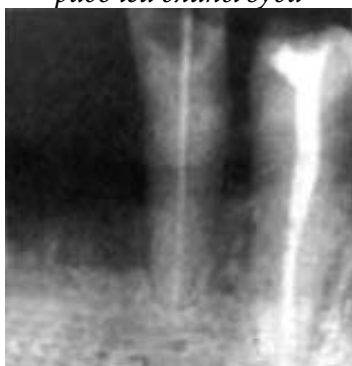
Определение длины канала по диагностической рентгенограмме
